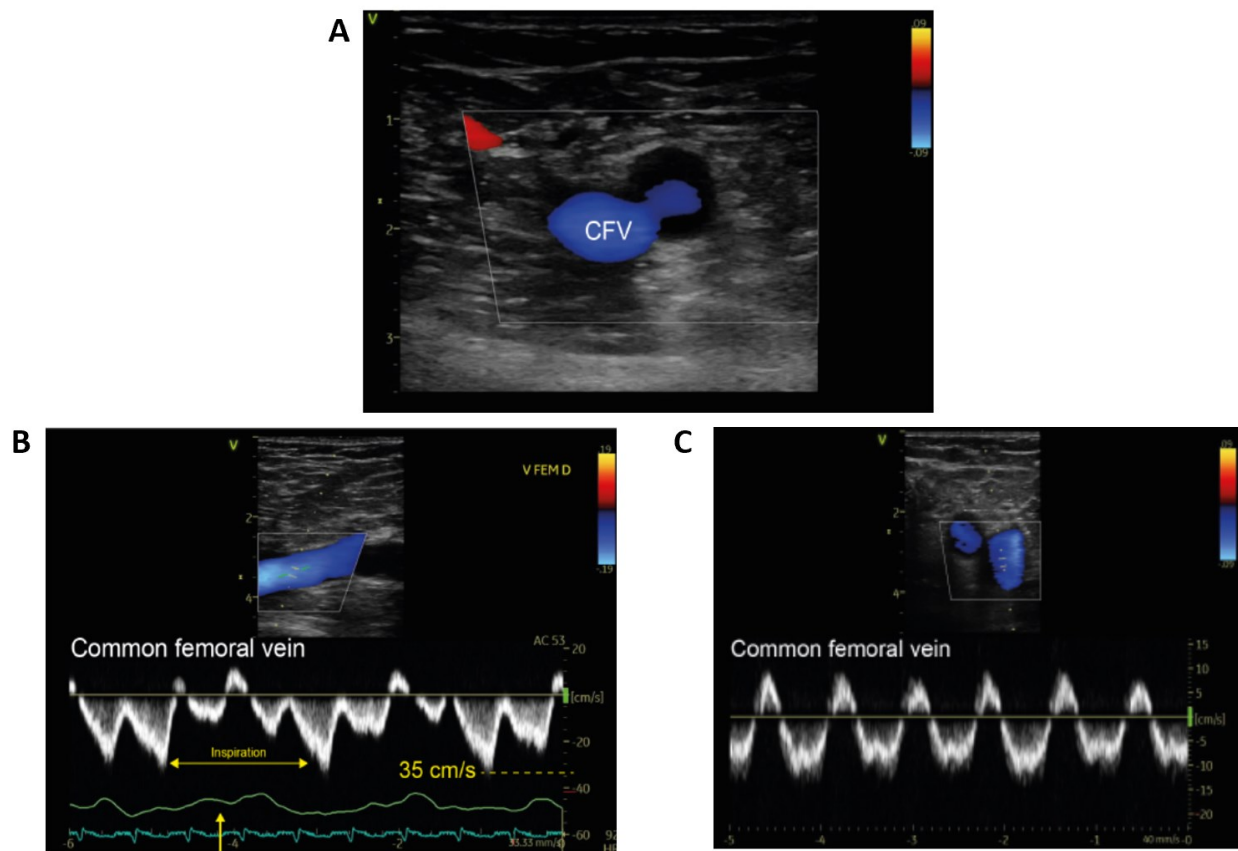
Évaluation Doppler de la veine fémorale commune
